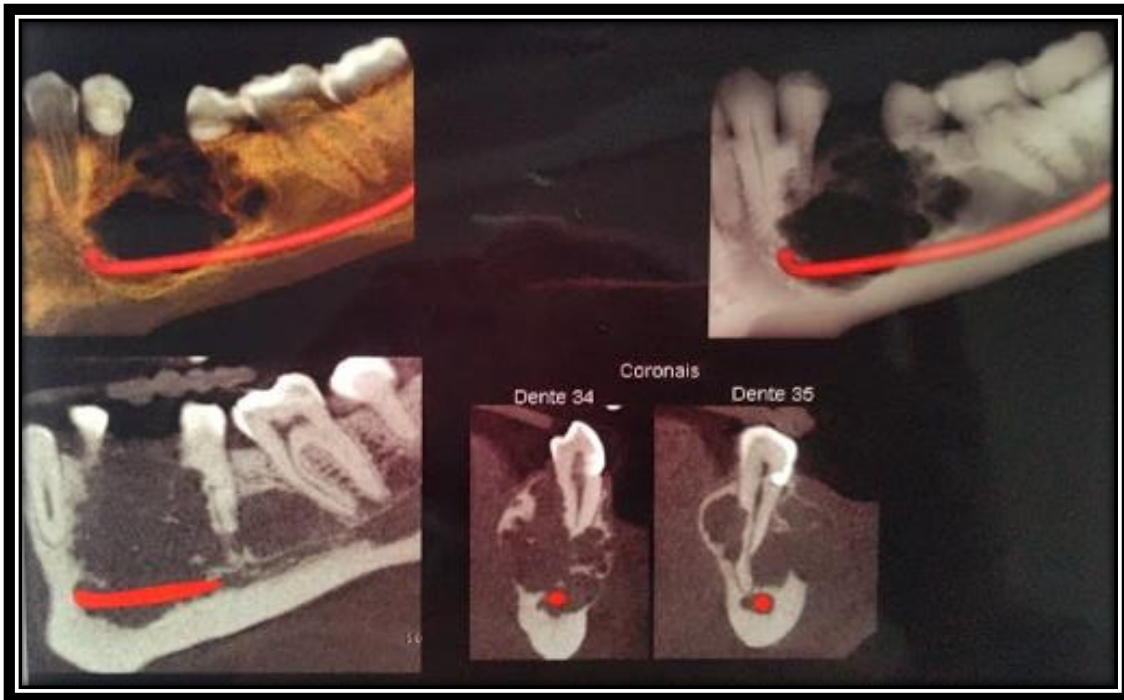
Tomografia, vista coronal, exibindo envolvimento do nervo mandibular e fenestração das corticais ósseas.
